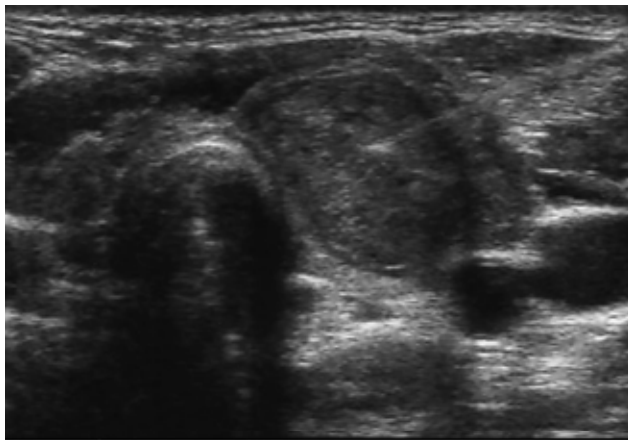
Ultrasonido representativo de guía de biopsia con punta de la aguja en centro nodular.
